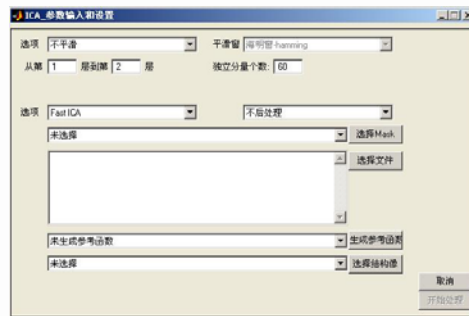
ICA analysis interface of brain magnetic resonance imaging data processing software
